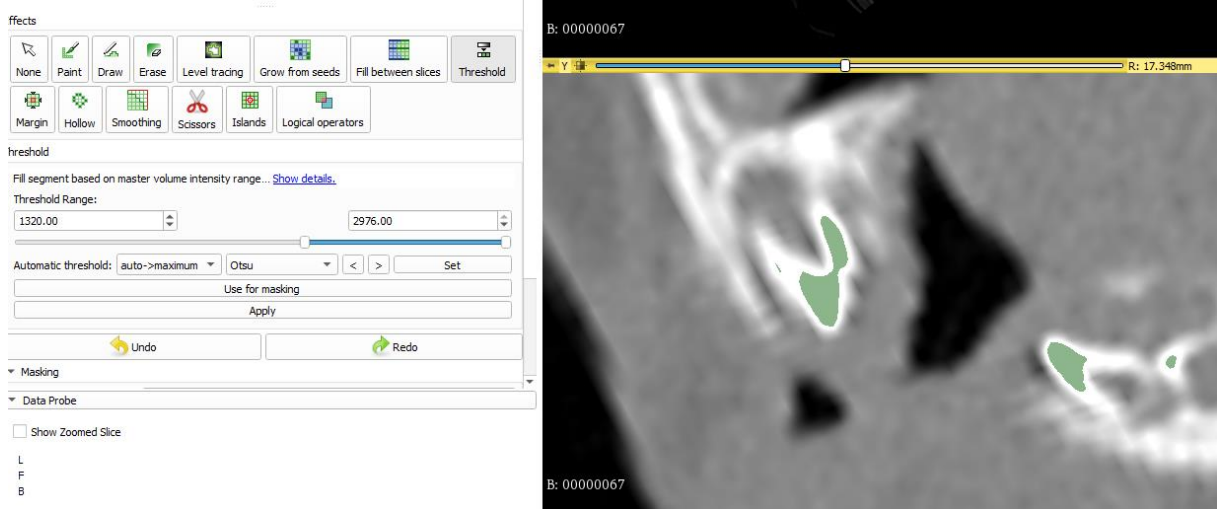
Visualização da Tomografia no 3DSlicer
